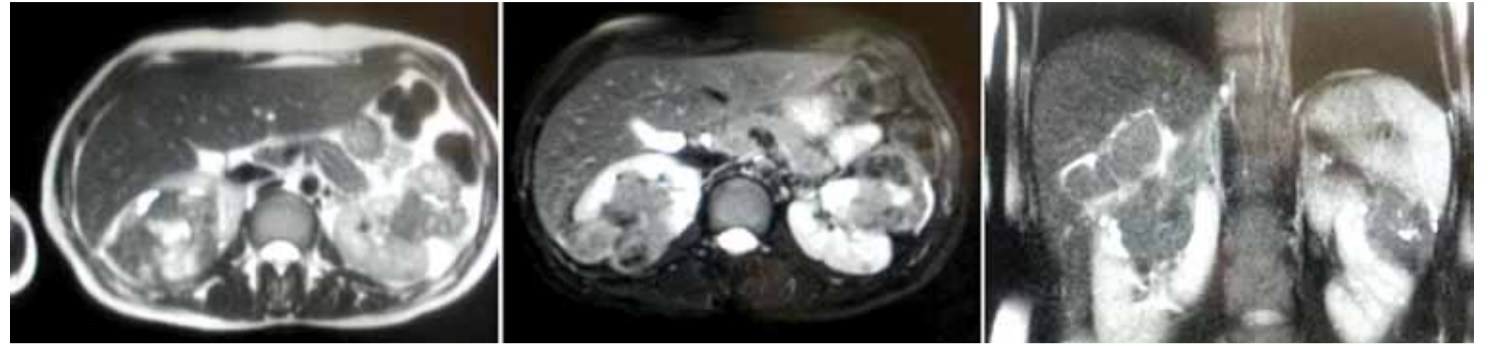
Компьютерные томограммы почек пациентки Е. через 2 мес. от начала терапии ингибиторами mTOR
